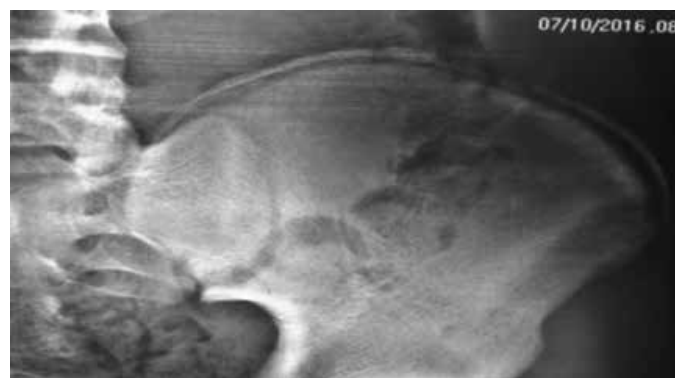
Radiografia de bacia em incidência anteroposterior realizada com seis semanas do acompanhamento evidenciando epífise consolidada.
